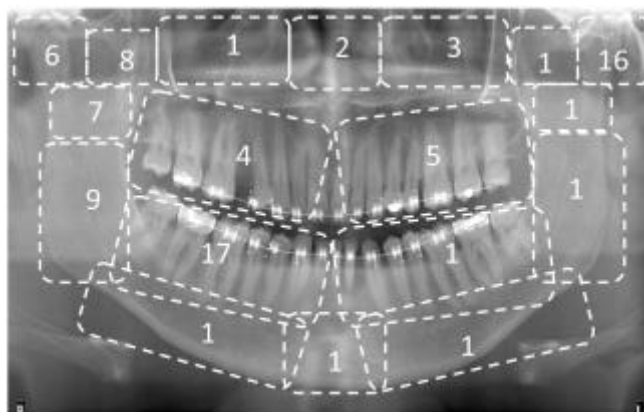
Ejemplo de un mapeo por zonas de la radiografía panorámica para su evaluación.
